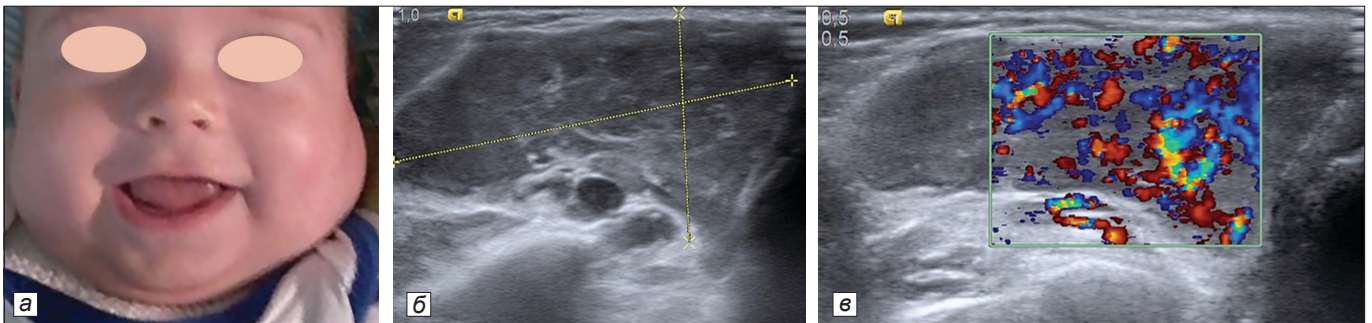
МГ в стадии медленного роста: *а* – внешний вид ребенка; *б* – В-режим УЗИ: гипозоногенное, относительно однородное образование с четкими контурами; *в* – ЦДК: активная васкуляризация по всей толще образования.
